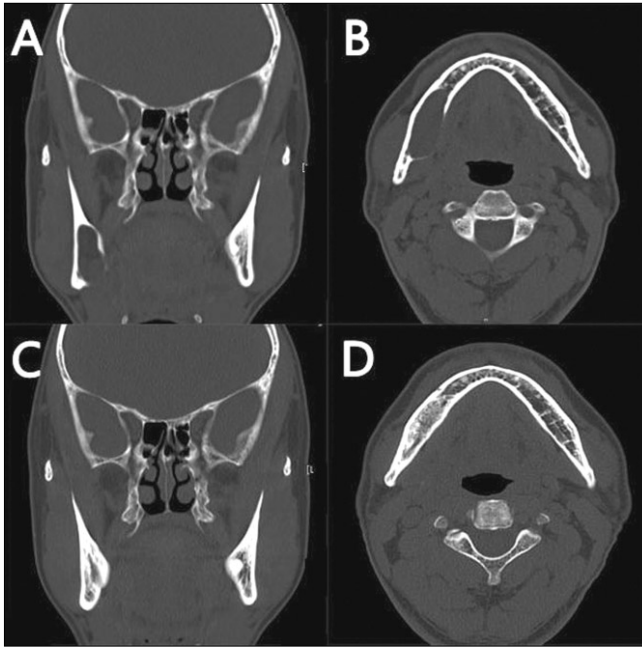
Computed tomography of case 1.
